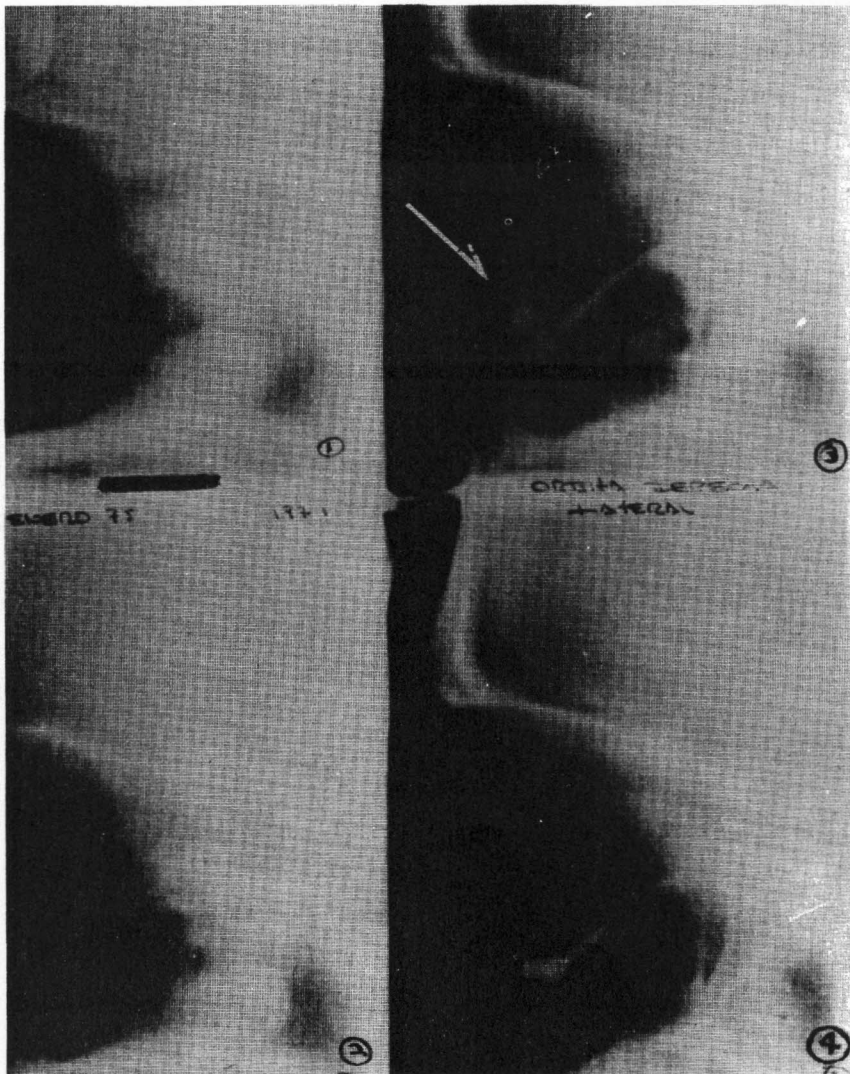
Tomografía lateral de órbita, donde se puede apreciar pérdida de continuidad del piso orbitario y las condiciones de los fragmentos.
